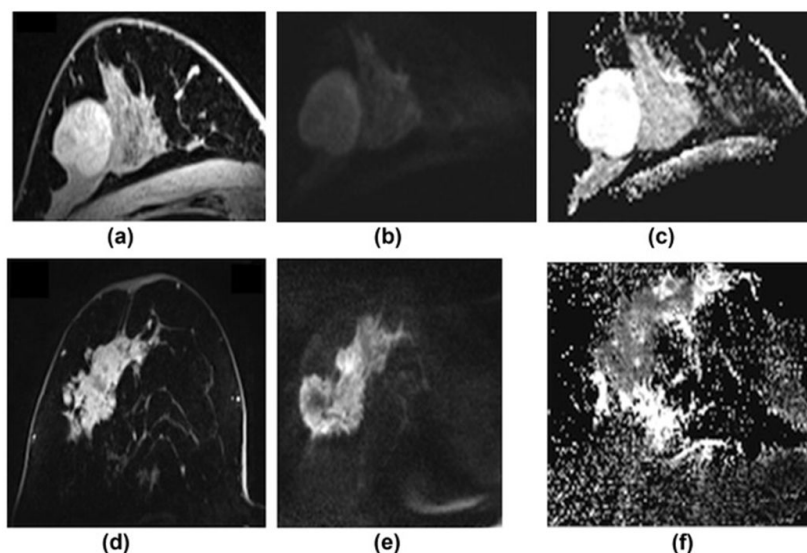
Comparação de um tumor benigno e maligno da mama em imagens ponderadas em DWI e o mapa de ADC. (a, d) - Imagem DCE, (b, e) - Imagens DWI (valor de b elevado: 850 seg/mm²). (c, f) - Mapa de ADC. Lesão benigna (fibroadenoma): a, b e c. Lesão maligna (CDI): d, c e f⁽⁴²⁾.
